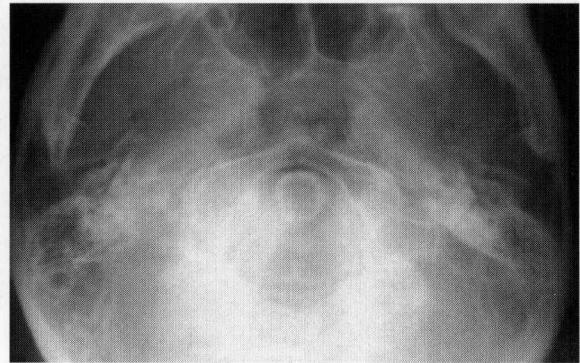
颈顶位(颅底位)投照中耳乳突 X 线平片表现
